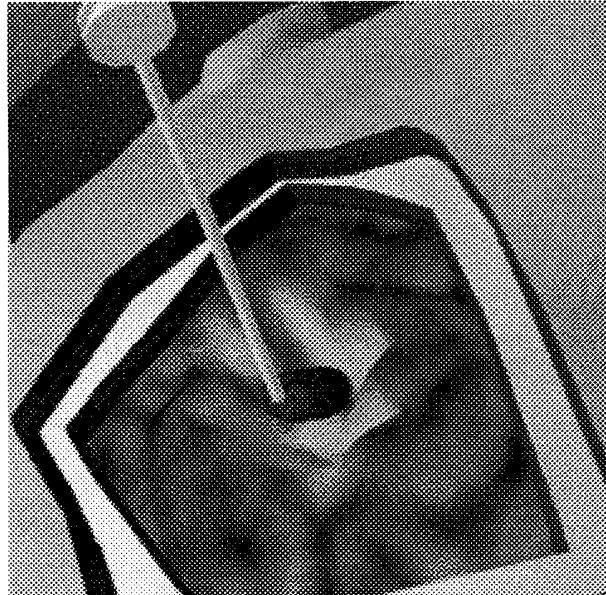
The skin and the skull-bone are cut open, and the virtual suction device evacuates the brain matter (visualized from MRI data) to expose the tumor (an artificial model) for resection.
